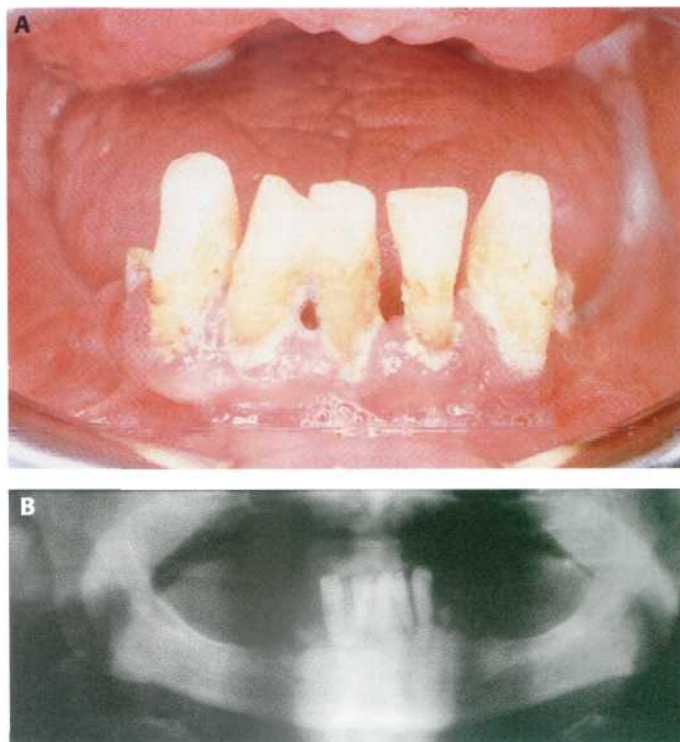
Enfermedad periodontal avanzada que no puede ser tratada de forma conservadora. (A) Aspecto clínico. (B) Detalle de la ortopantomografía.
